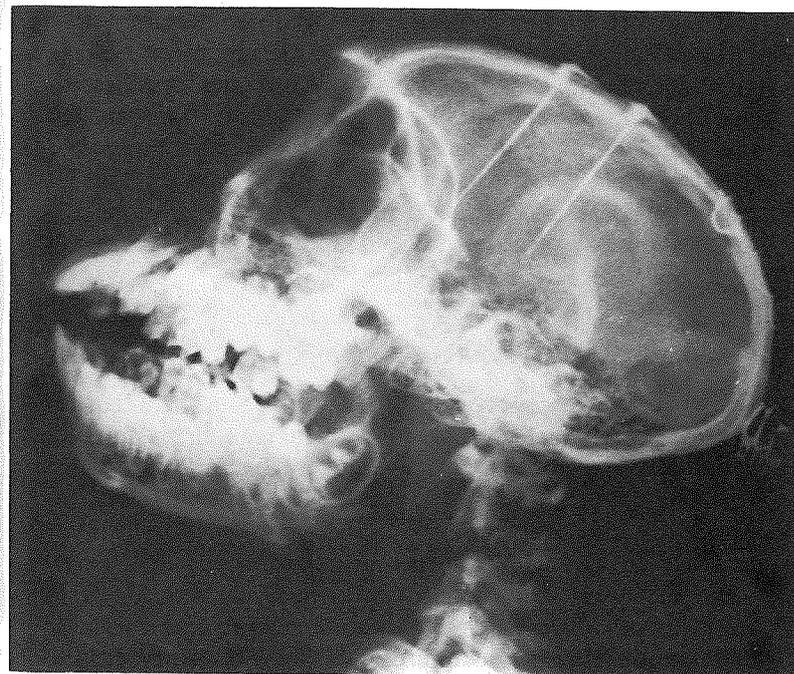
Radiographie d'une tête de singe montrant deux montages d'électrodes implantées dans le lobe frontal et dans le thalamus (49).
